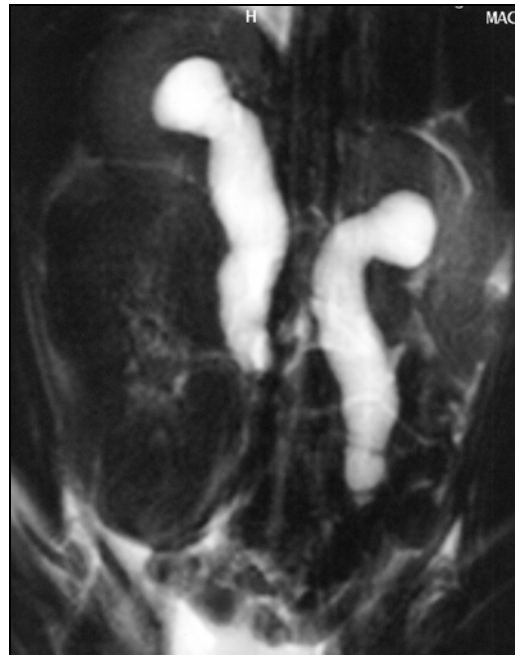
MRT eines transplantierten Affen. Deutlich sichtbar sind die dilatierten Eigenureteren aufgrund der intraoperativ angelegten Ligatur.
